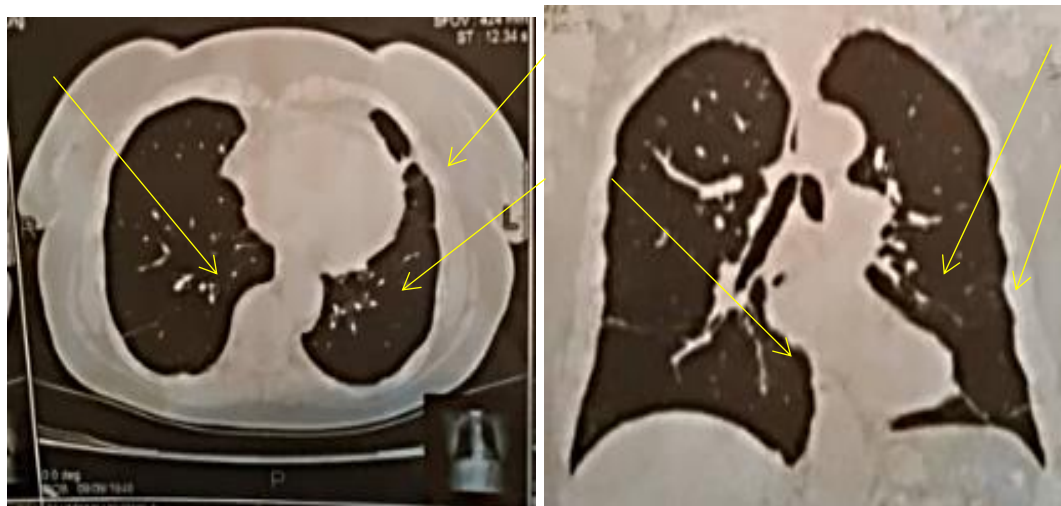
Компьютерная томография органов грудной клетки пациентки 70 лет
